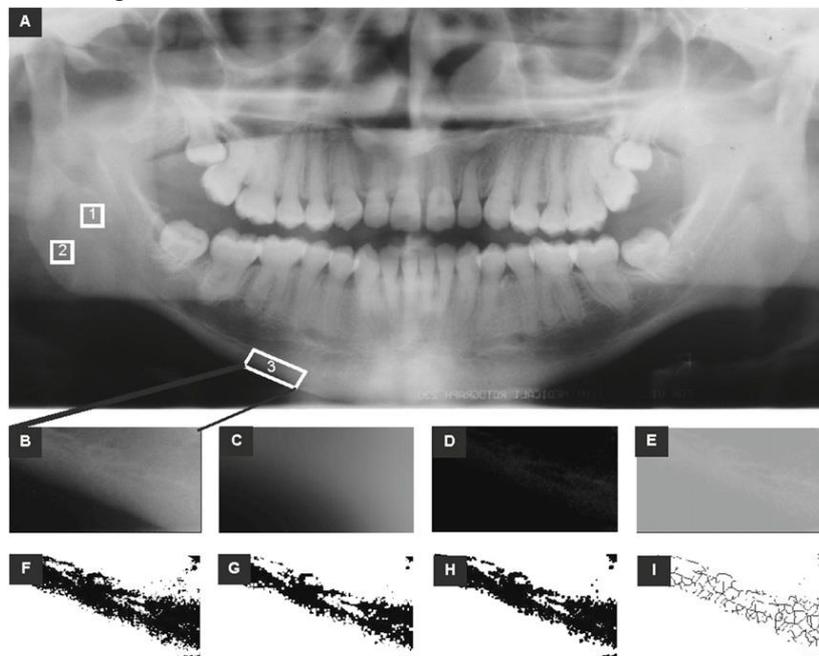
Processus de traitement informatique des images des ROI obtenues à partir d'une radiographie panoramique (10).
